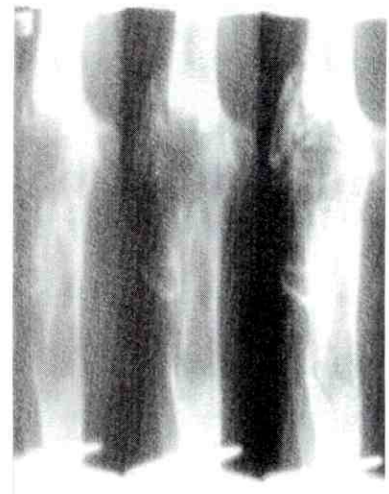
Tomografía lineal para verificar la consolidación de la interfase final y la corticalización del hueso transportado.
